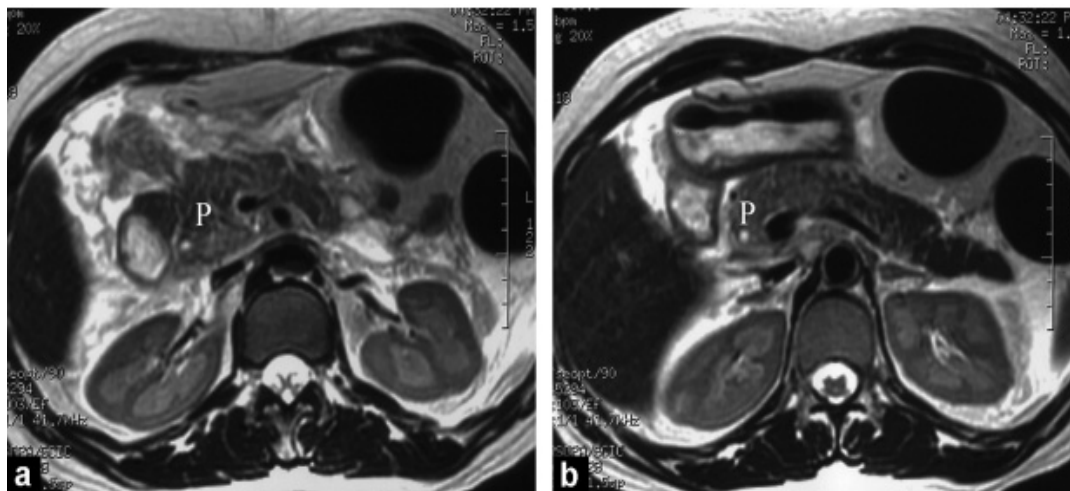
Pancréatite œdémateuse interstitielle à l'IRM avec des calculs biliaires. Les images d'IRM axiales pondérées en T2 sans suppression de la graisse (a et b), obtenues lors de l'admission, montrent une augmentation de l'intensité du signal au niveau de la tête, de l'isthme et de la partie proximale du corps du pancréas (P) due à un œdème interstitiel. Une petite quantité de liquide péripancréatique et un épaississement du fascia de Gerota gauche sont également visibles.
